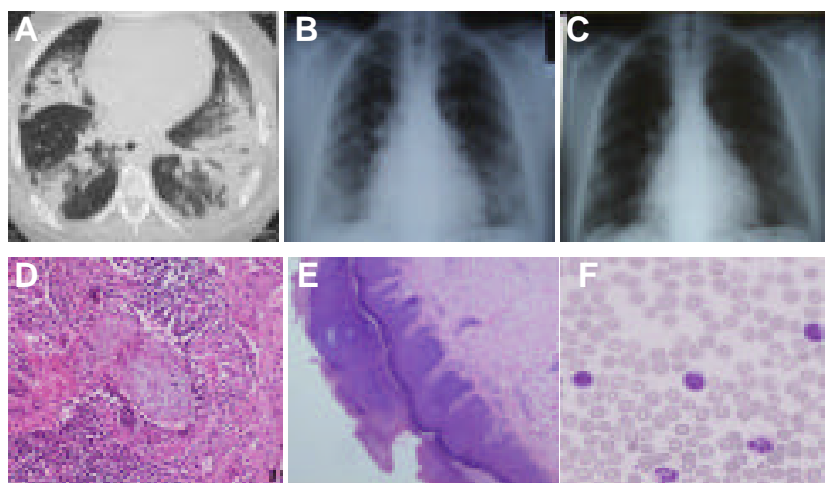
Placas tórax, TAC y biopsias. A. TAC que muestra múltiples lesiones nodulares y condensaciones diseminadas en parénquima pulmonar. B. Radiografía de tórax mostrando opacidades bilaterales cambiantes, particularmente en la base de los pulmones. C. Imagen tras 12h del tratamiento con corticoides. D. Biopsia pulmonar mostrando polipos intraluminales de tejido fibroblástico (Cuerpos de Masson), histopatología compatible con bronqueolitis obliterante con neumonía organizativa (BOOP). E. El patrón histológico de la biopsia de piel consiste en hiperqueratosis sin presencia infiltración celular. F. Extensión de sangre periférica donde se observan linfocitos de pequeño tamaño con contorno nuclear regular.
